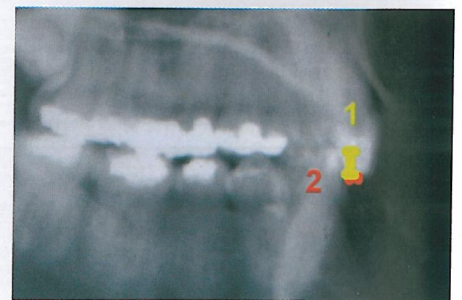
Telerradiografia utilizada para medir os trespases horizontal e vertical
